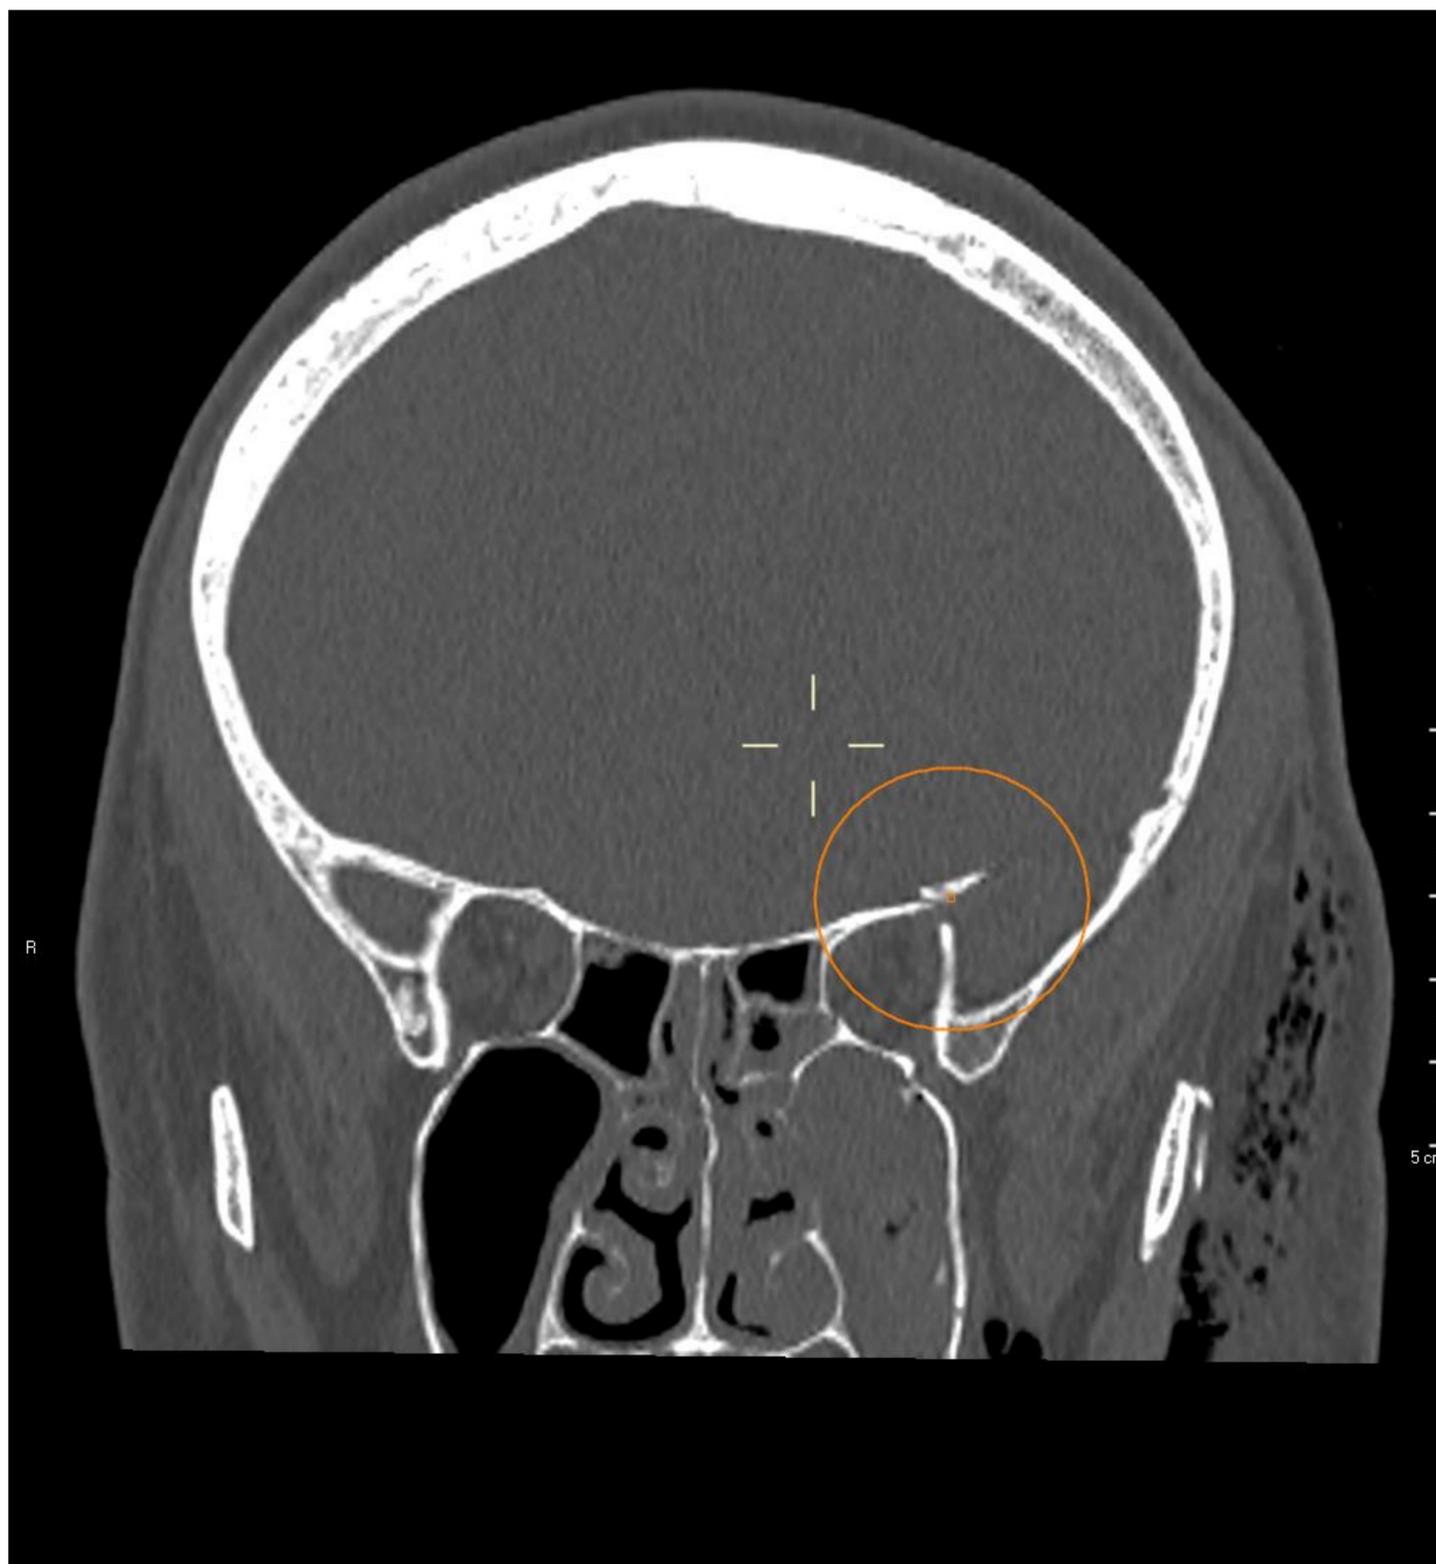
Reconstrucción 3D a partir de TC de cráneo. Fig 10. Corte axial de TC de cráneo simple, ventana de hueso. Fig 11 y 12. Corte coronal de TC de cráneo simple del mismo paciente.
